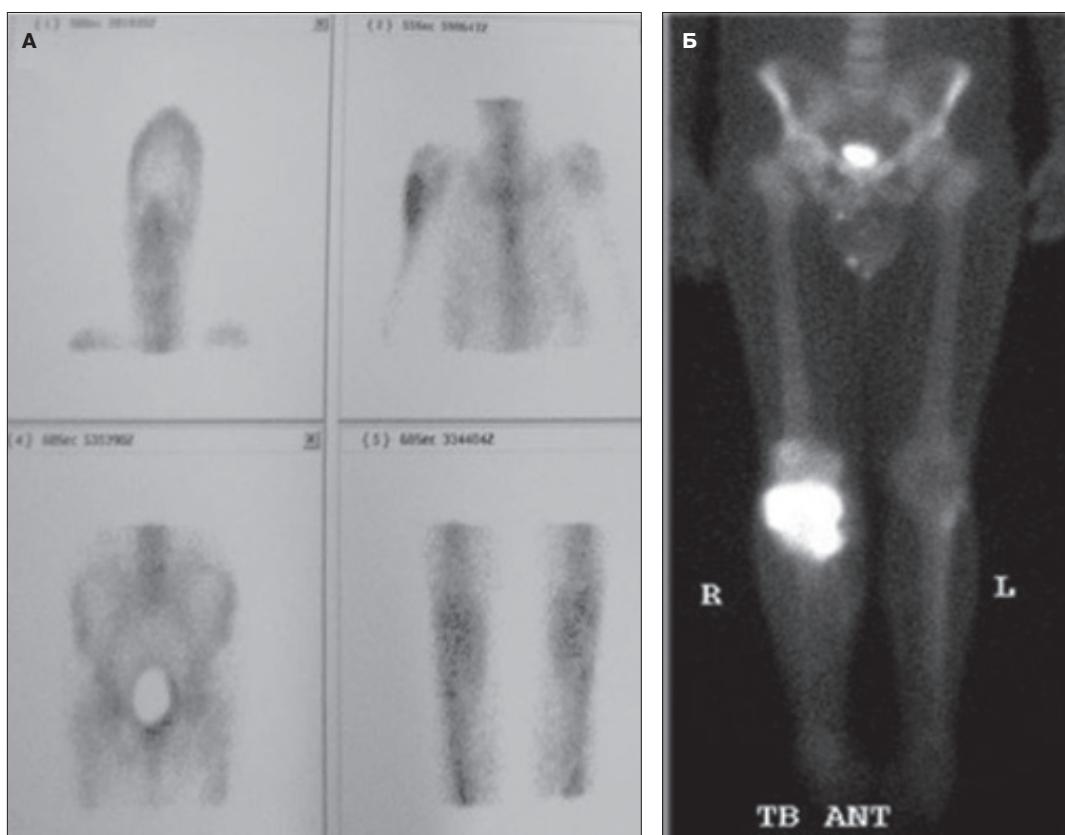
Остеосцинтиграфия, хондросаркома. Зона гиперфиксации радиофармпрепарата указывает на локализацию опухоли в: а) в правой плечевой кости; б) в правой большеберцовой кости с признаками экстраоссального распространения [26]
